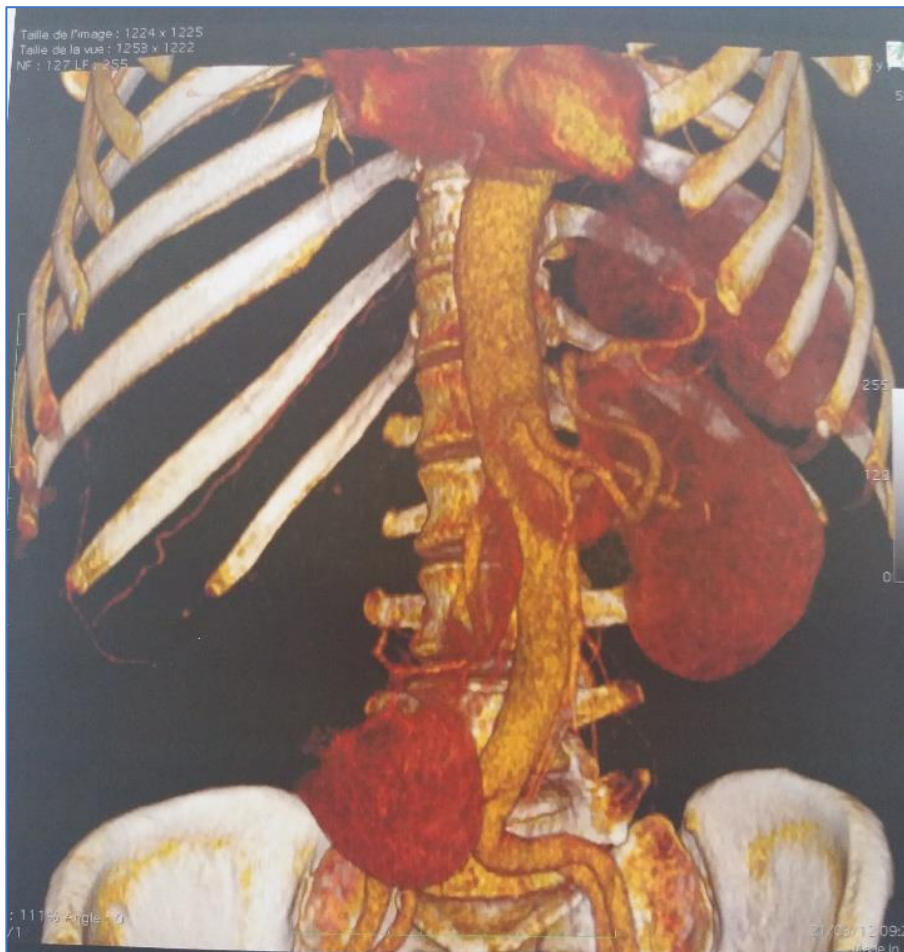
TDM rénale : Reconstruction frontale 3D centrée sur le pédicule rénal (Photo prise à l'Hôpital Militaire Mly Ismail Meknès).
